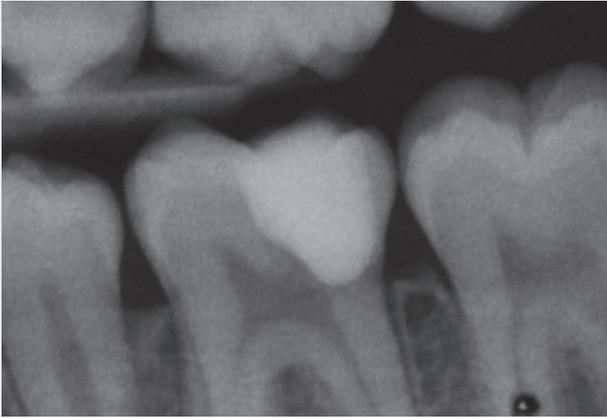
Abschlussröntgenbild: Die distale Schmelzwand blieb erhalten.
